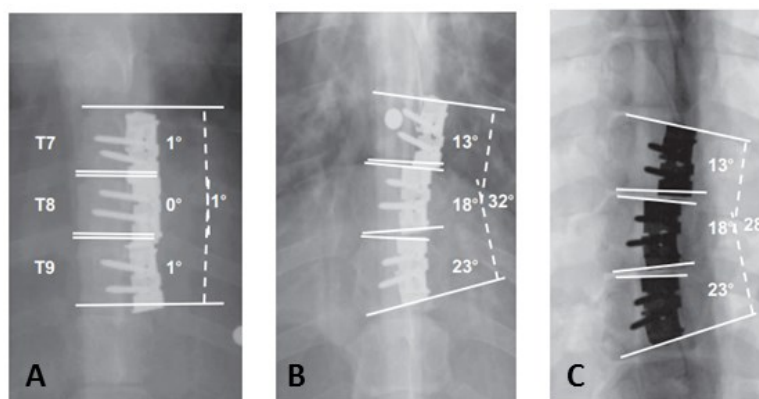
Radiographies coronales des rachis porcins après (A) 1 semaine et (B) 12 semaines d'être instrumentés avec la nouvelle agrafe intravertébrale. (C) image fluoroscopique de la région déformée excisée à la fin de l'étude (modifiée de [6]).
